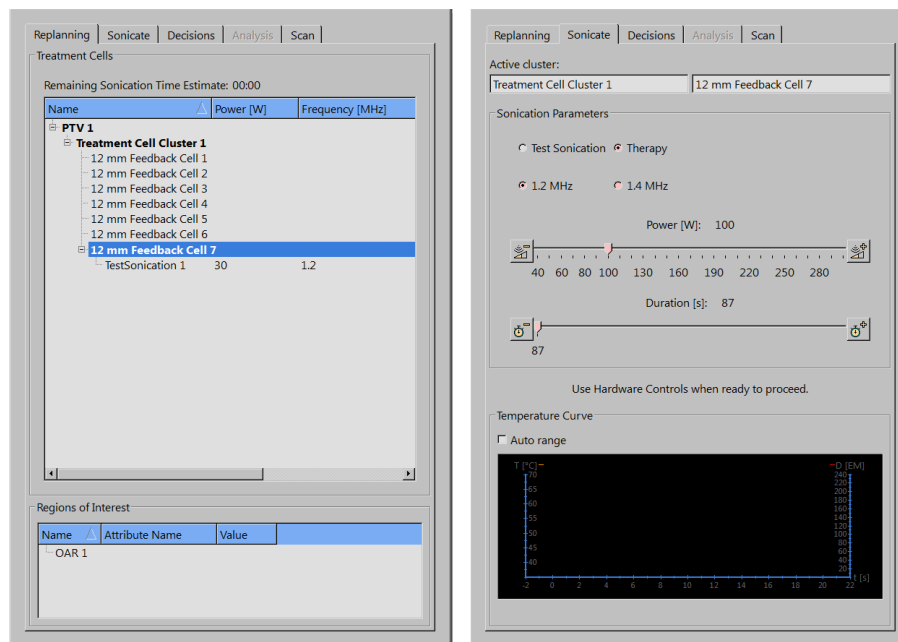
Onglets Replanification et Émission ultrasons dans l'application Utérin.
